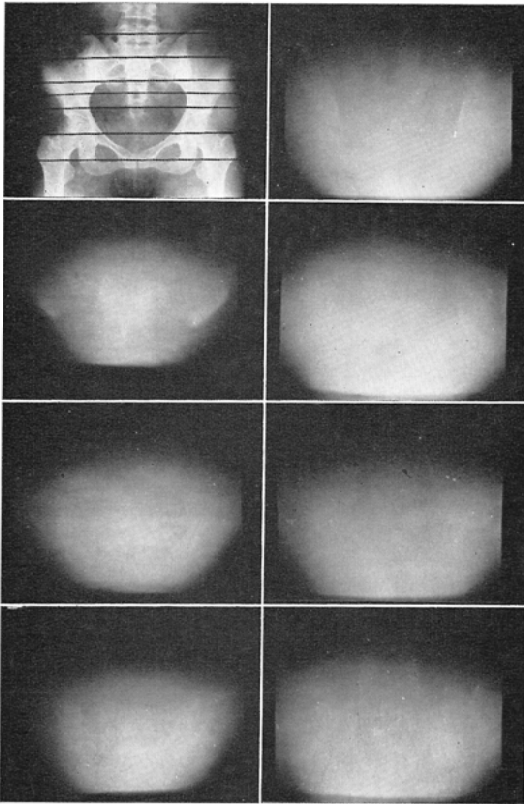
Top left: Normal radiogram of the pelvis. Horizontal lines showing the level of the tomography conducted.
